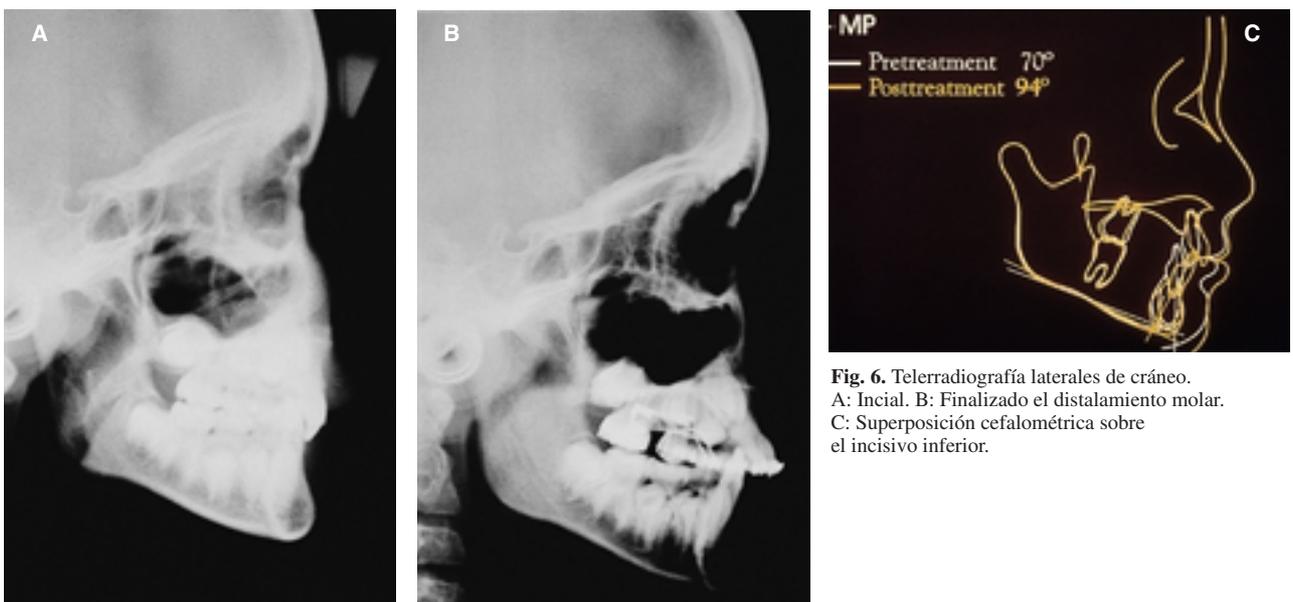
Telerradiografía laterales de cráneo. A: Inicial. B: Finalizado el distaliamiento molar. C: Superposición cefalométrica sobre el incisivo inferior.
